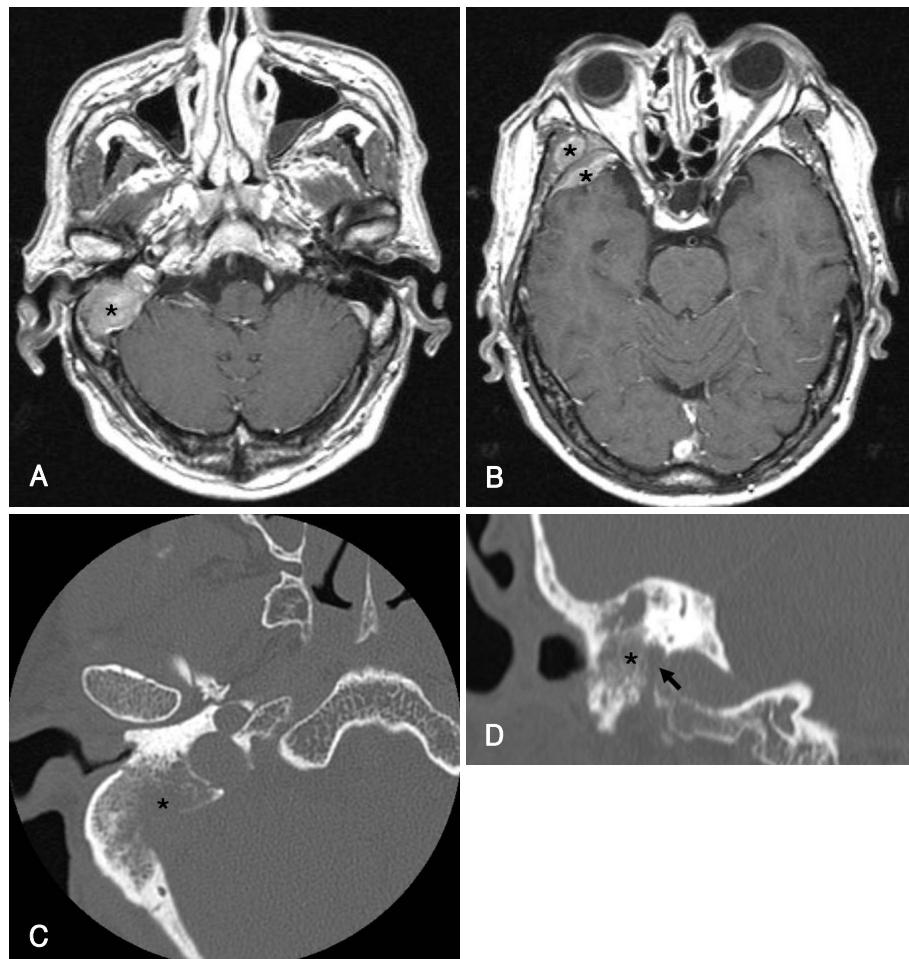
Preoperative T1 weighted magnetic resonance imaging shows low signal soft tissue mass filling right mastoid cavity (asterisk)(A). Also, there is a mass at the anterior aspect of left temporal lobe suggesting meningeal metastasis (asterisk) (B). On preoperative temporal bone computed tomography imaging shows right mastoid mass with partial bone destruction (asterisk)(C and D), which have contact with mastoid portion of facial nerve (black arrow)(D).
